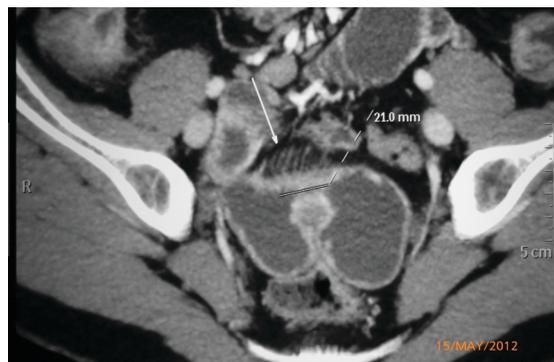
Enterotomografía donde se observa en asas ileales distales modificaciones focales de engrosamiento con áreas estenóticas y borramiento de la grasa adyacente. La flecha señala el "signo del peine", expresión de la tortuosidad de vasa recta en el asa afectada.
